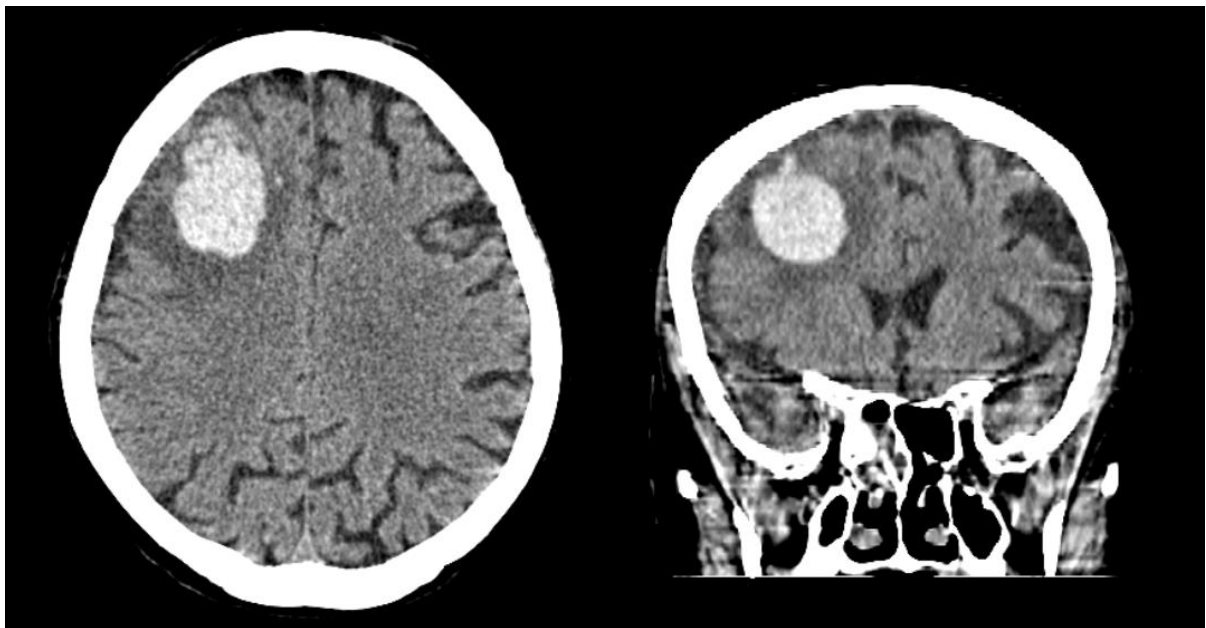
СКТ головного мозку хворої Г.С. на момент поступлення в стаціонар.
